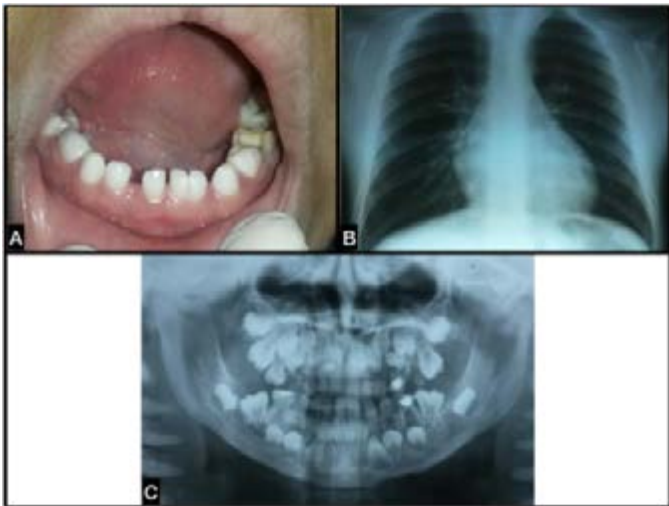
Caso clínico 2, paciente masculino, oito anos de idade, portador de DCC; (A) fotografia intraoral; (B) radiografia sugerindo aplasia clavicular bilateral; (C) radiografia panorâmica mostrando dentição mista, e anomalias dentárias de forma e número.
